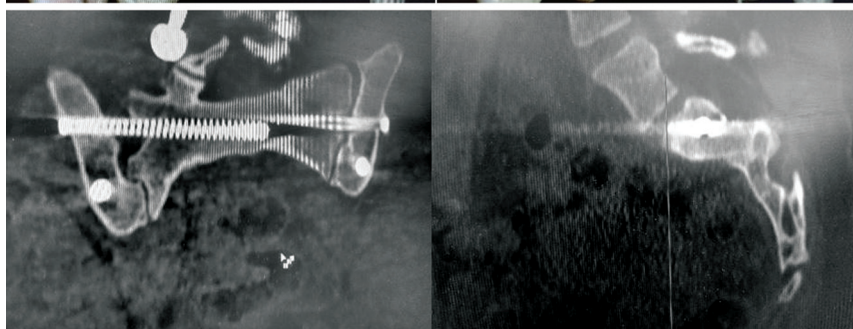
(продолжение). Компьютерные томограммы таза, шесть месяцев после операции: б — сканы во фронтальной и сагиттальной проекциях
